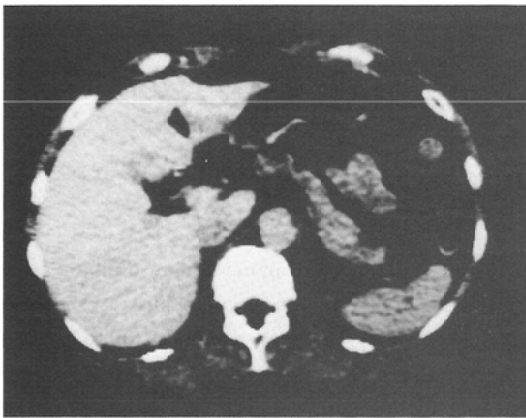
case 1 ordinary contrast CT. No abnormal finding is seen.
